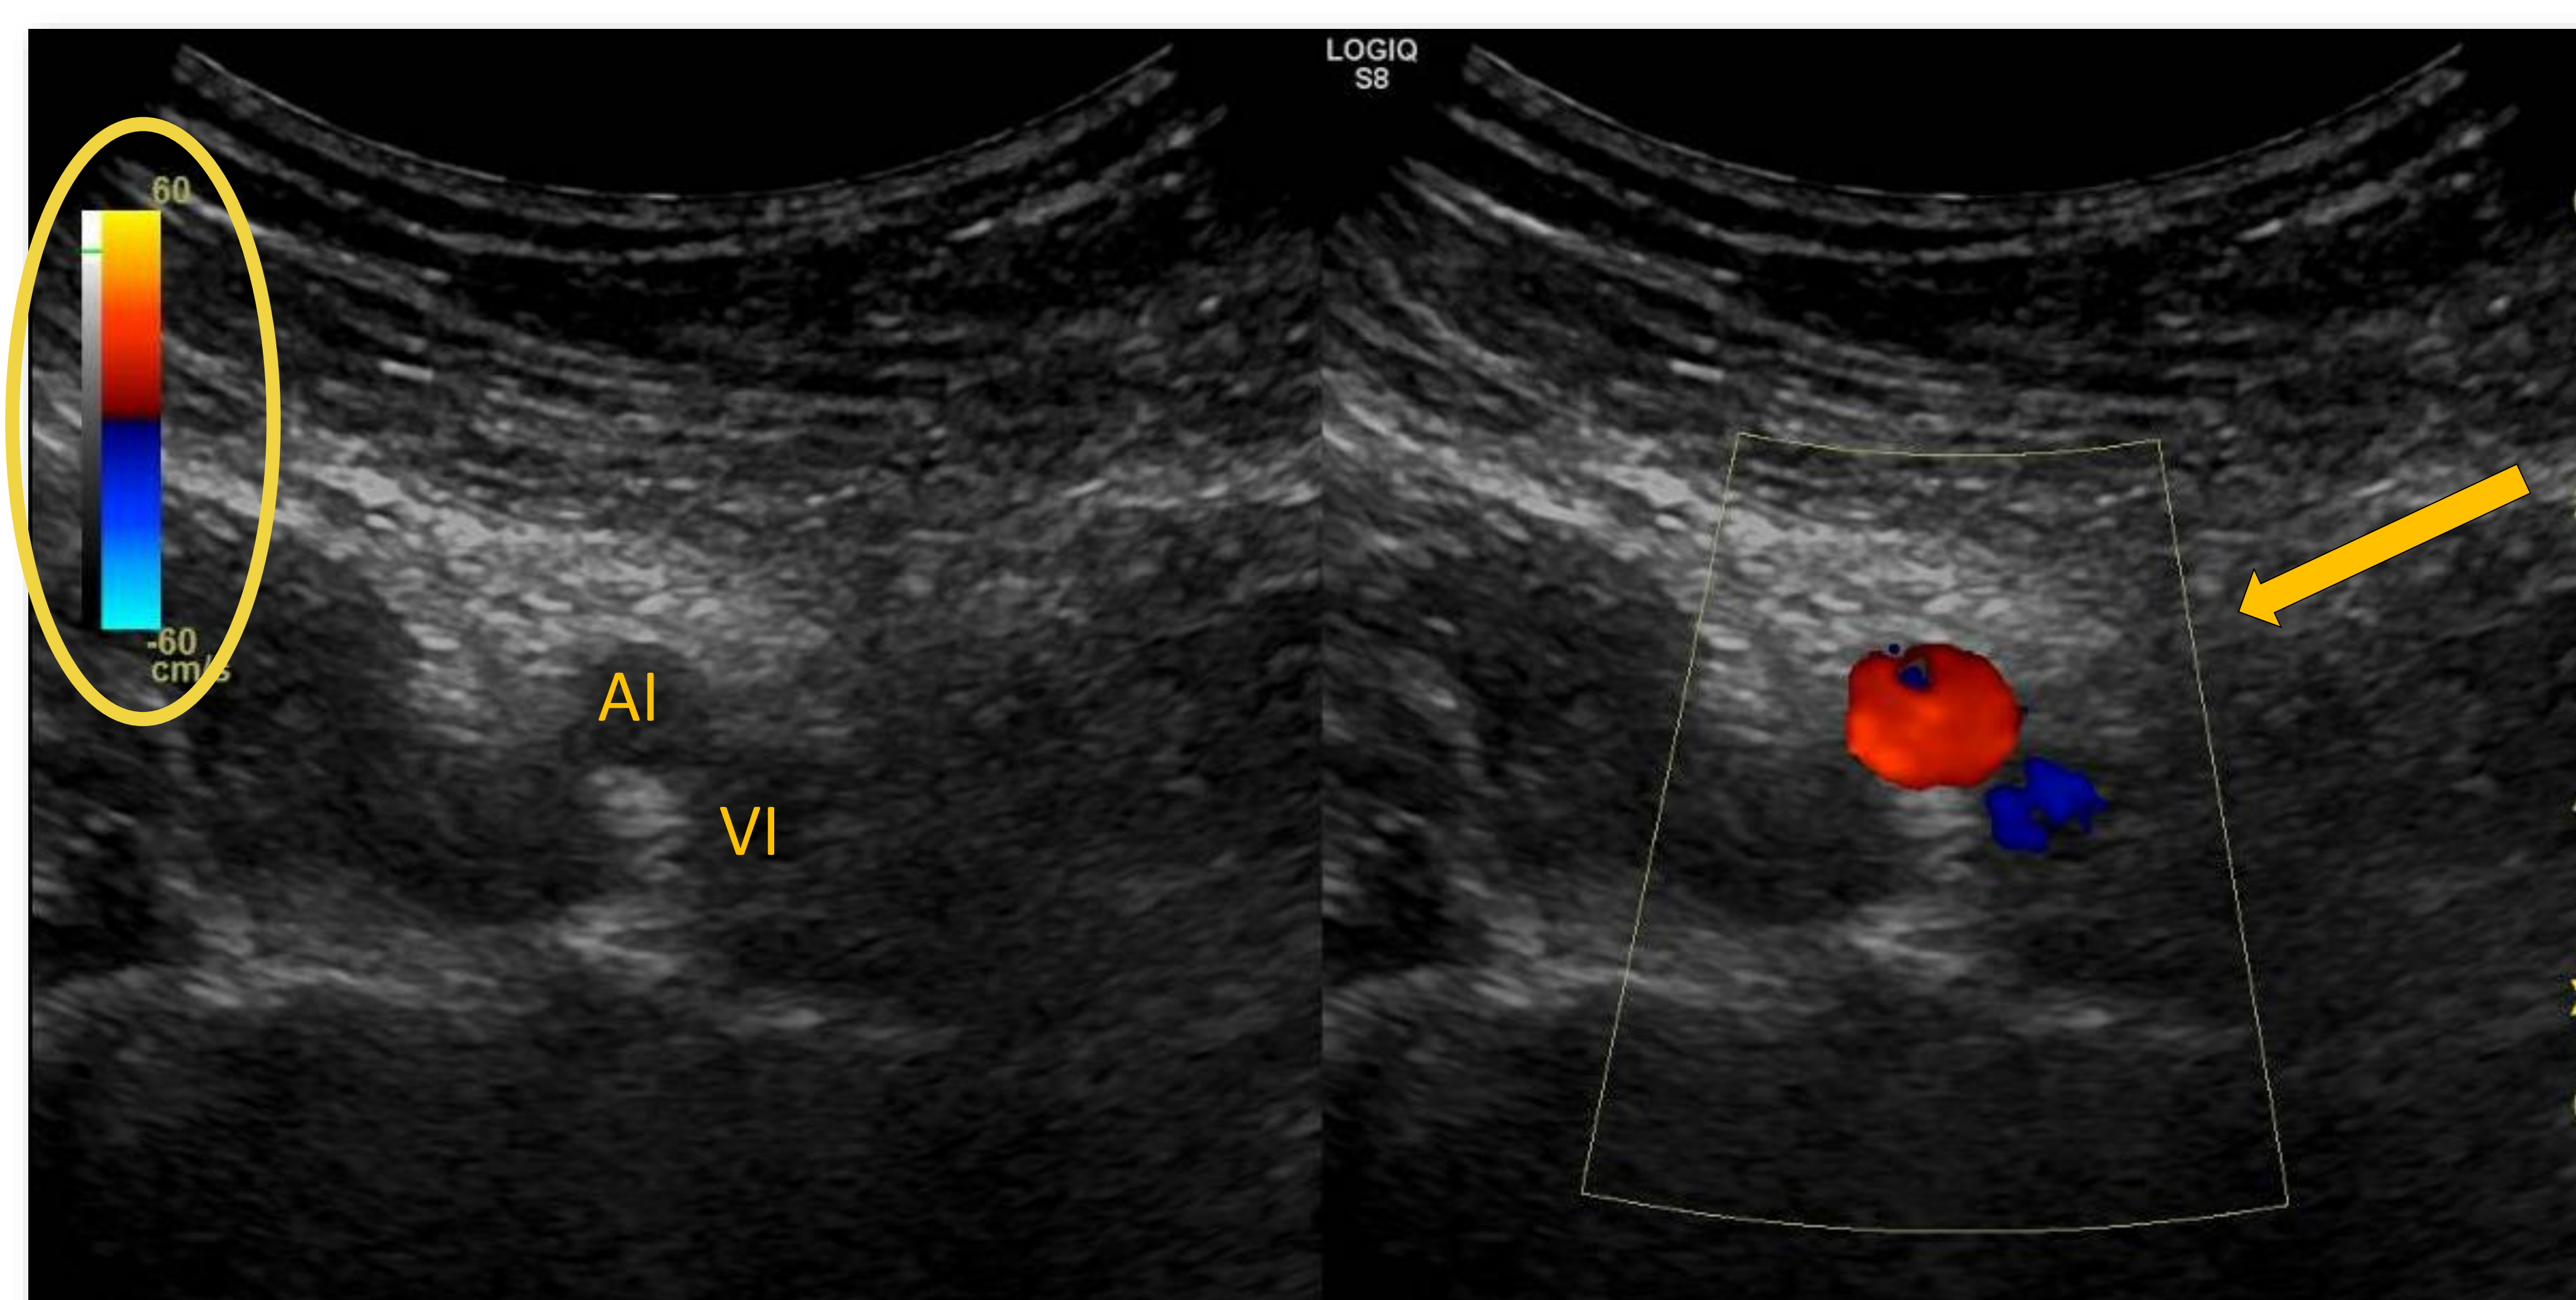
AI: Arteria ilíaca. VI: Vena ilíaca. Flecha: Ventana Doppler. Círculo: Escala Doppler.
